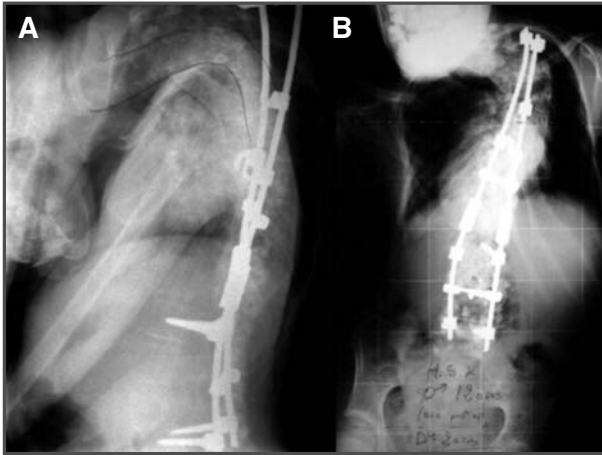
Radiografías lateral (A) y anteroposterior (B) de columna tras las dos cirugías: se aprecia una hipercifosis con desanclaje craneal de la instrumentación.
